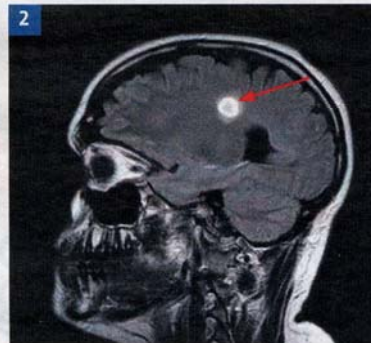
MRT des Schädels – ein zirka 2 cm großer Plaque ist sichtbar.
